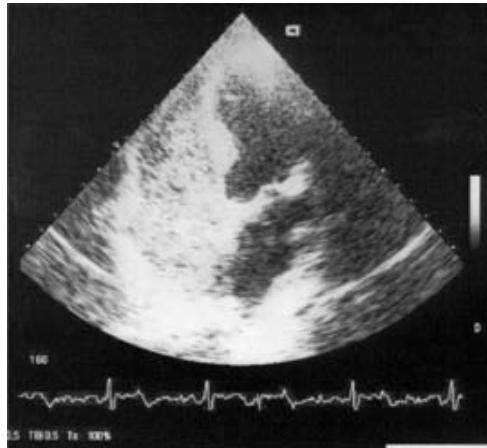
Ecocardiografia transtorácica com contraste mostrando preenchimento das cavidades direita por microbolhas imediatamente após injecção de solução salina agitada
